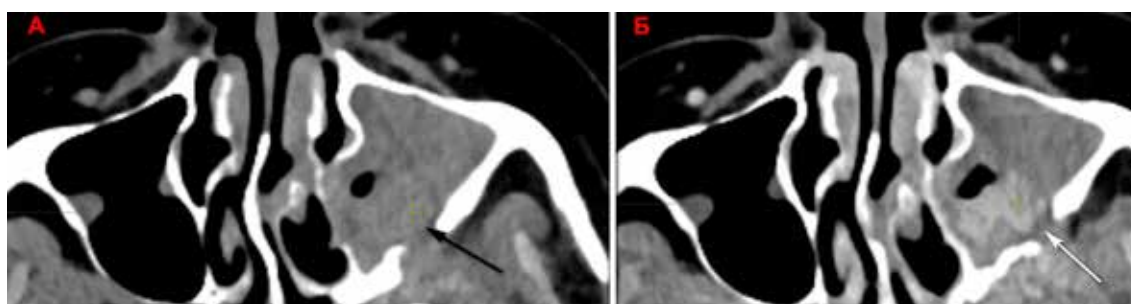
МСКТ. А – фаза исследования без введения контрастного вещества; Б – венозная фаза контрастирования. Субтотальное заполнение пазухи мягкотканными массами, при введении контрастного вещества визуализирован очаг его повышенного накопления – белая стрелка. На этом же уровне зона деструкции задней стенки пазухи – черная стрелка
